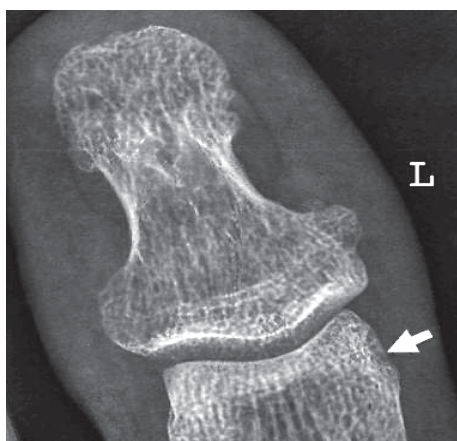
Прицельная микрофокусная рентгенография IV пальца левой кисти с 10-кратным прямым увеличением изображения. Тот же больной. Видна краевая костная эрозия в области головки средней фаланги (стрелка)
